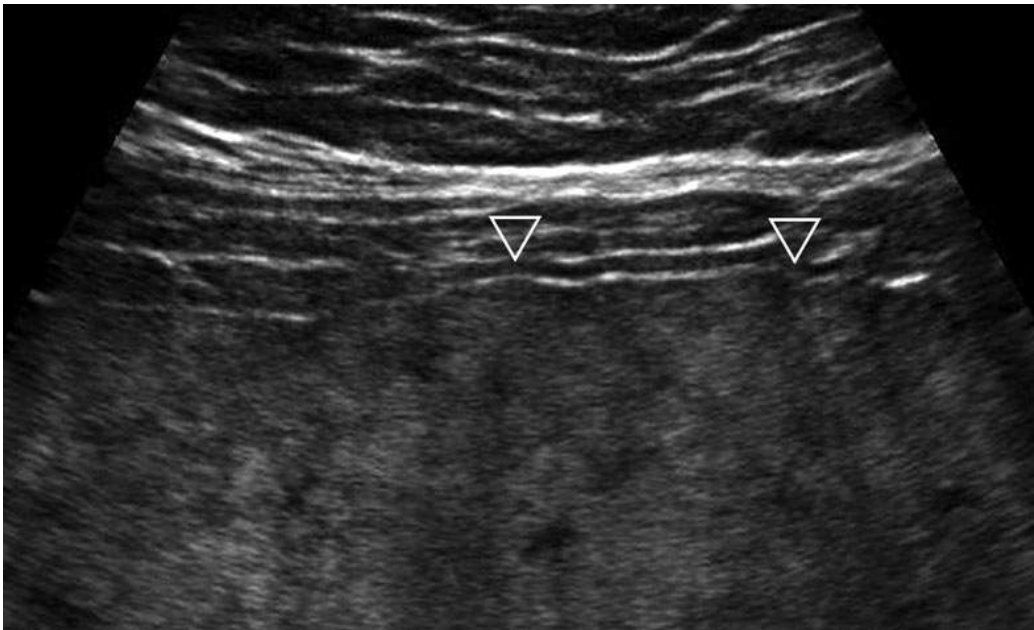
Image échographique à l'aide d'une sonde superficielle (9-4 MHz).
